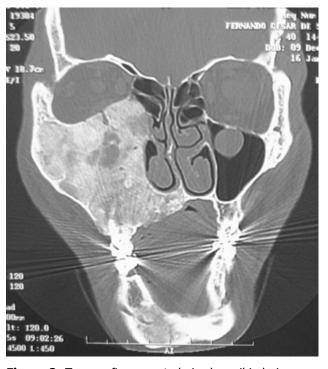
Tomografia computadorizada, exibindo imagem hiperdensa
